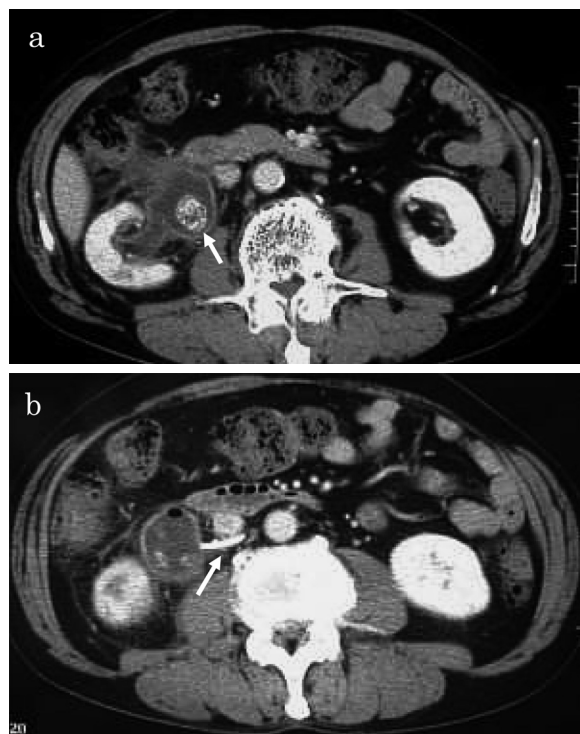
a) Abdominal CT showed a mass lesion lacking continuity with the pelvic wall (arrow). b) A ureteral stent (arrow) passing behind the IVC.
